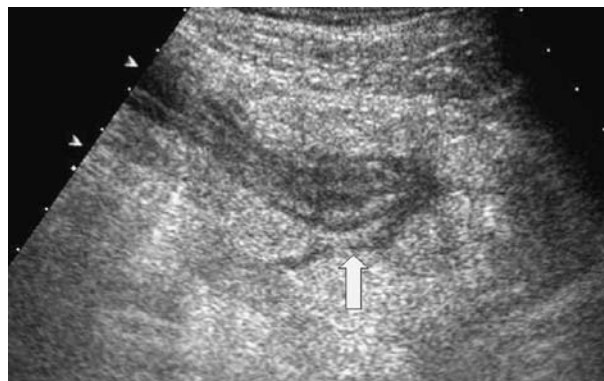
Échographie en cas de poussée de maladie de Crohn iléale, se traduisant par un épaissement pariétal, une infiltration de la graisse péricolique et une fistule (flèche).
